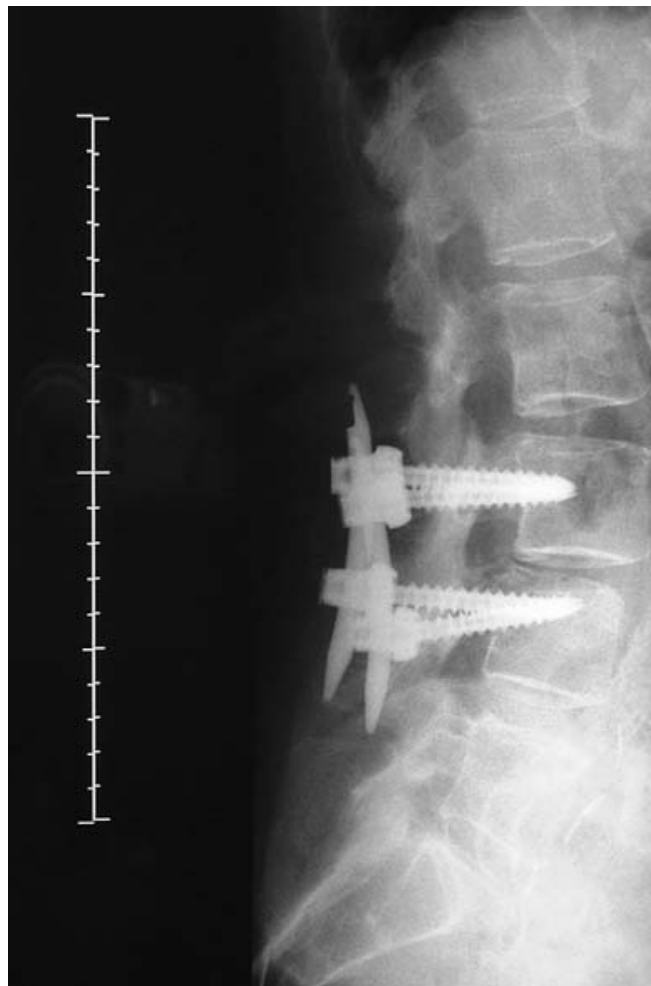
TDM post opératoire montrant un réalignement des vertèbres.
